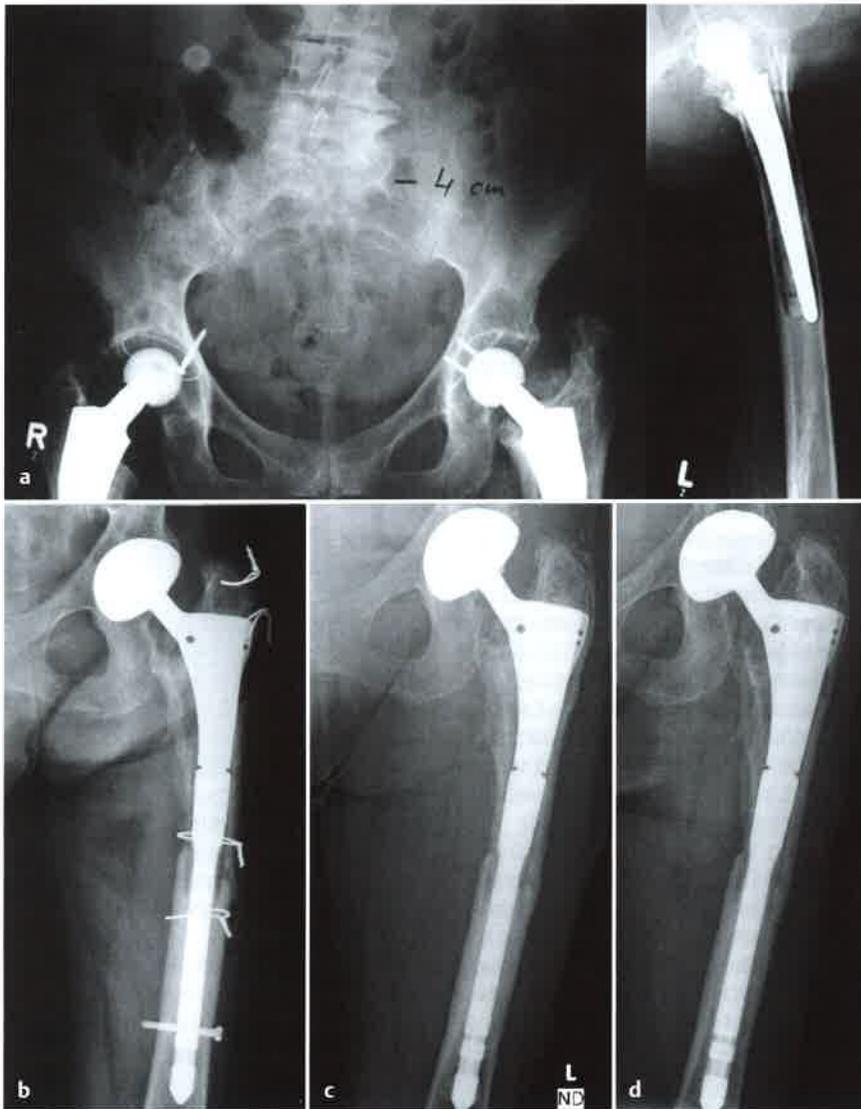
a bis d MH, * 06.05.1932, w.: Erstimplantation HTP li. 1990 wegen Koxarthrose. a Zwölf Jahre nach Hybrid-HTP li. (4/2002) schmerzhaftes Einsinken des viertgradig gelockerten zementierten Geradschafts mit resultierender Beinverkürzung von 4 Zentimetern. b Transfemorale Prothesenschaftwechsel (4/2002) und Überbrückung des Defekts und der „Frakturzone“ mit einem modularen Revisionsimplantat („Prevision-Schaft“, Fa. Aesculap) mit distaler Verriegelung. Die zementfrei verankerte PE-Pfanne mit Beschichtung wurde wegen PE-Abrieb gegen eine Pressfit-Pfanne mit Keramikinlay ausgetauscht. c Nach 18 Monaten (10/2003) Dynamisierung mit planmäßiger Entfernung des Verriegelungsbolzens und der potenziell dauerhaft durchblutungsstörenden Drahtcerclage. d Aktuelles Röntgenbild (5/2010) mit stabiler Implantatverankerung über 8 Jahre und gut erholter periprothetischer Knochenstruktur ohne Migrationsnachweis des Prothesenschafts.
